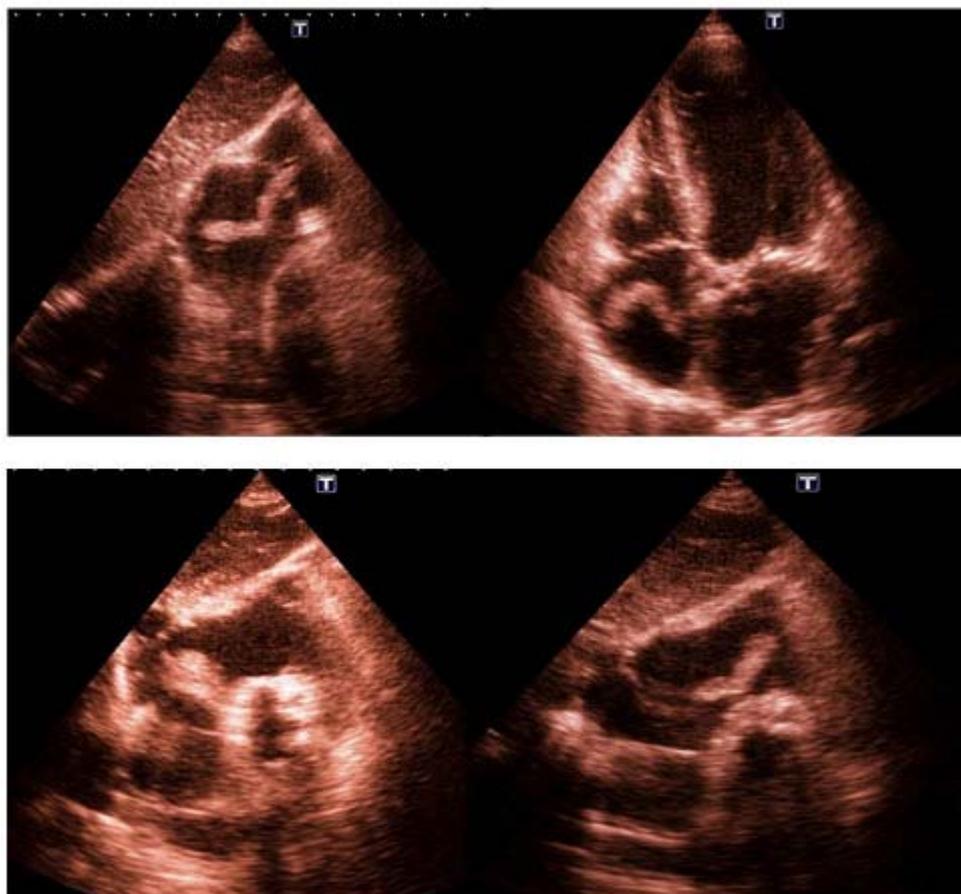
Ecocardiograma transtorácico que muestra trombo serpinginoso en la AD y su movimiento a través de la válvula tricúspide.
